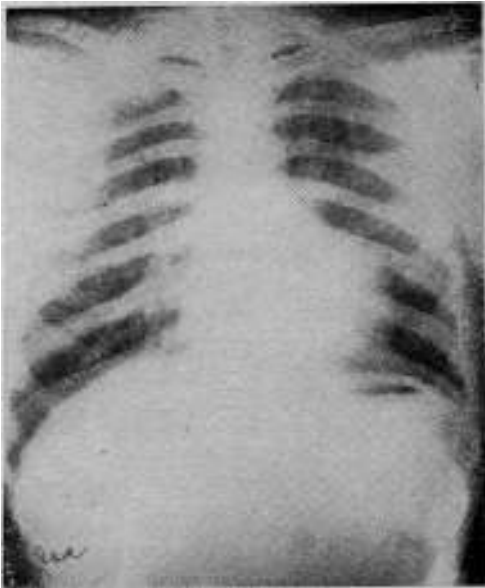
Radiografía post-operatoria, 6º mes.
